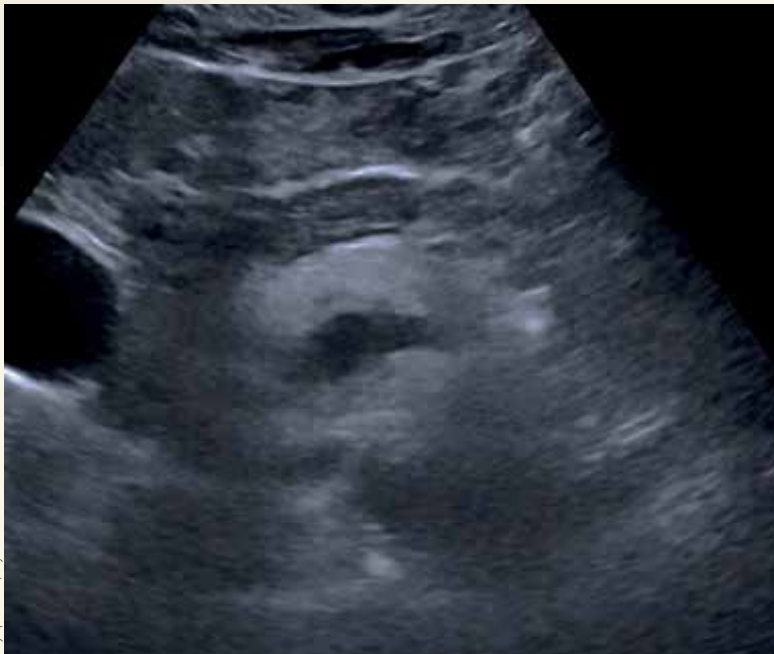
Ultrasonido de páncreas, observando incremento en el tamaño de la cabeza (*) con contornos irregulares y parénquima heterogéneo.
